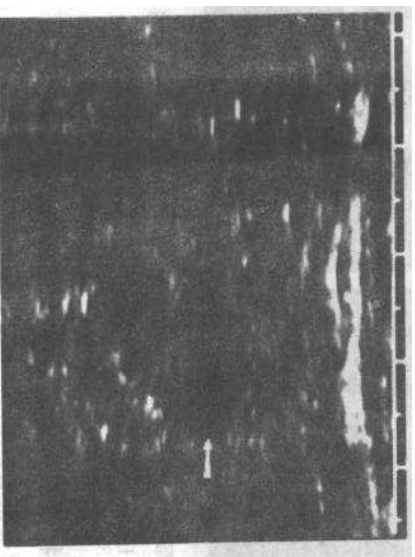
DVT多普勒超声检查,静脉腔内有产生回声的血栓存在(箭)
